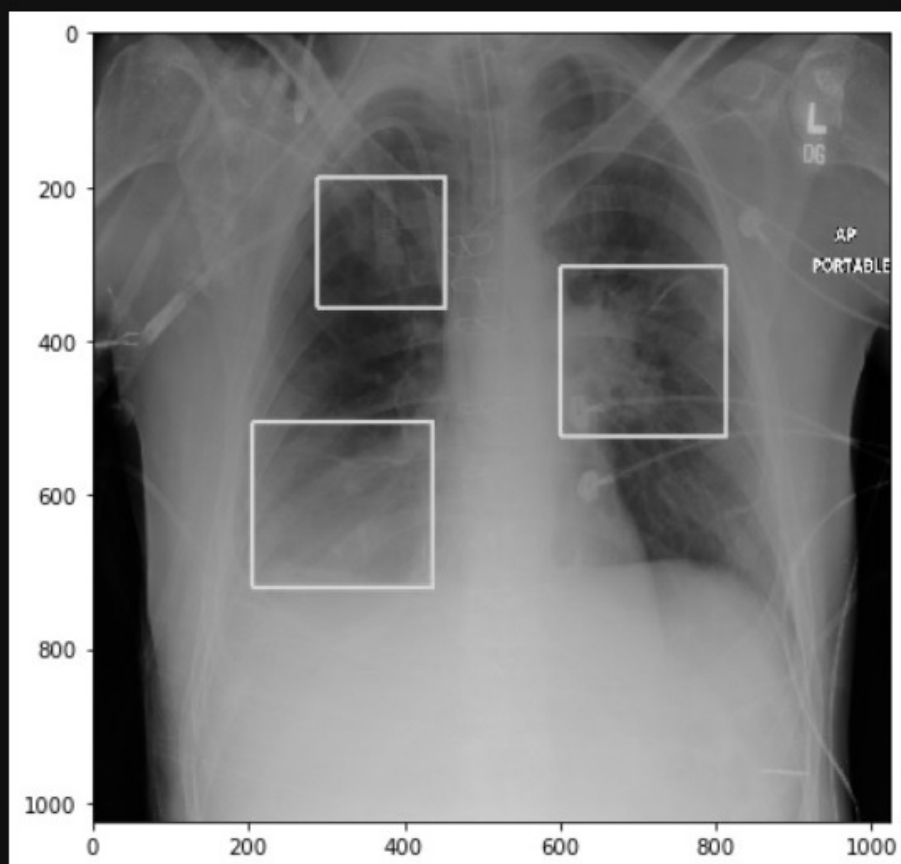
Результат обработки изображения рентгеновского снимка грудной клетки
